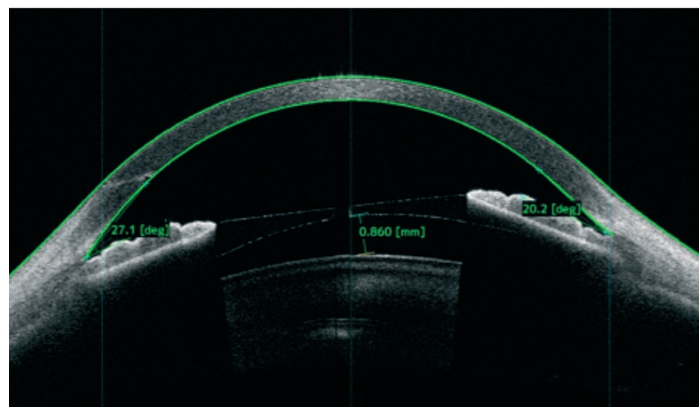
Imagen de la Tomografía de Coherencia Óptica del segmento anterior (cortesía del Prof. Srinivasan)
